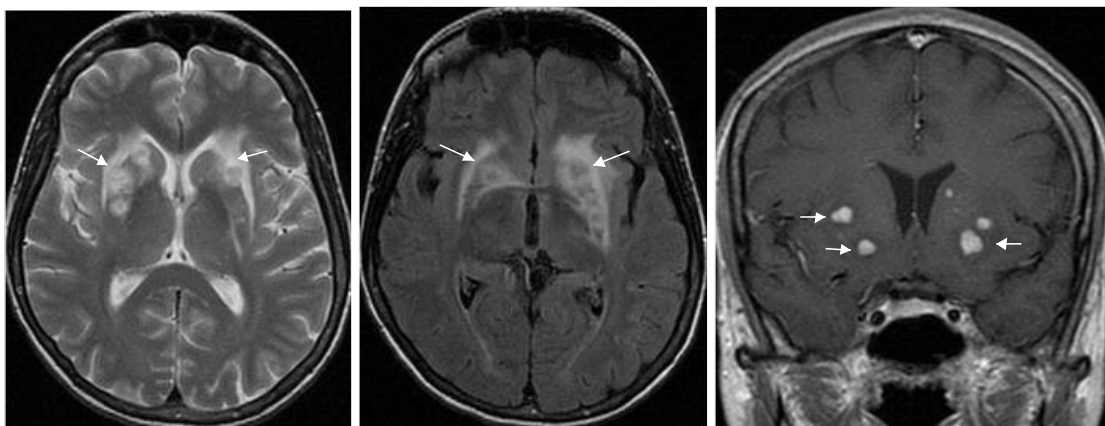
Пациент К., 34года., генерализованная *Mycobacterium avium* complex (МАС) инфекция (положительные посеы крови и ликвора) на фоне выраженной иммуносупрессии (CD4 - 78 кл/мкл) (А/к ДЗ-934). А – Т2 ВИ, Б – FLAIR, В - Т1 ВИ с контрастированием. В проекции базальных ганглиев выявлены множественные очаги (белые стрелки) с перифокальным отеком и интенсивным узловым накоплением контрастного вещества
